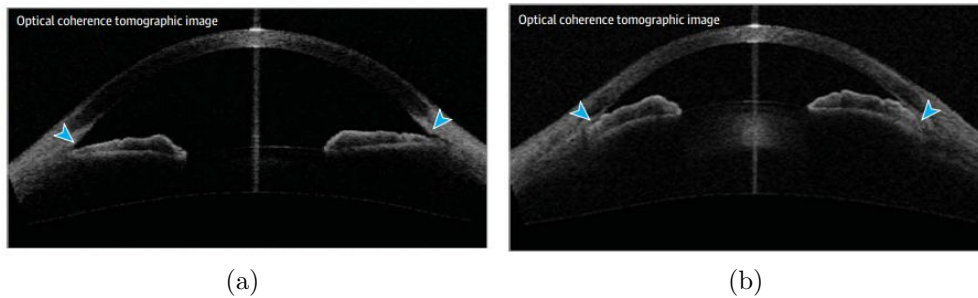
Tomografía de coherencia óptica de un ojo humano con (a) glaucoma de ángulo abierto y (b) glaucoma de ángulo cerrado. Modificado de [Weinreb et al. \(2014\)](#).
